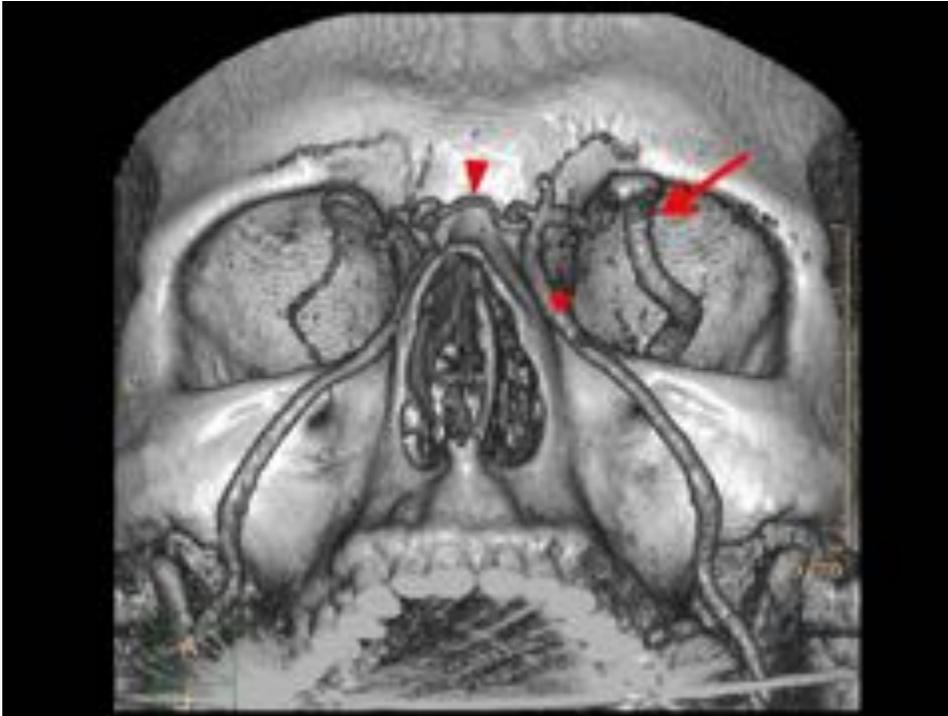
Reconstrucción en 3D, de Angio TC del paciente de la Figura 1, en el que observamos la vena oftálmica superior izquierda aumentada de calibre (flecha fina). Se muestra también el resto de drenaje venoso como la vena nasal externa (cabeza de flecha) y la vena angular (asterisco) que inferiormente pasa a llamarse vena facial y drena hacia la vena yugular interna.
